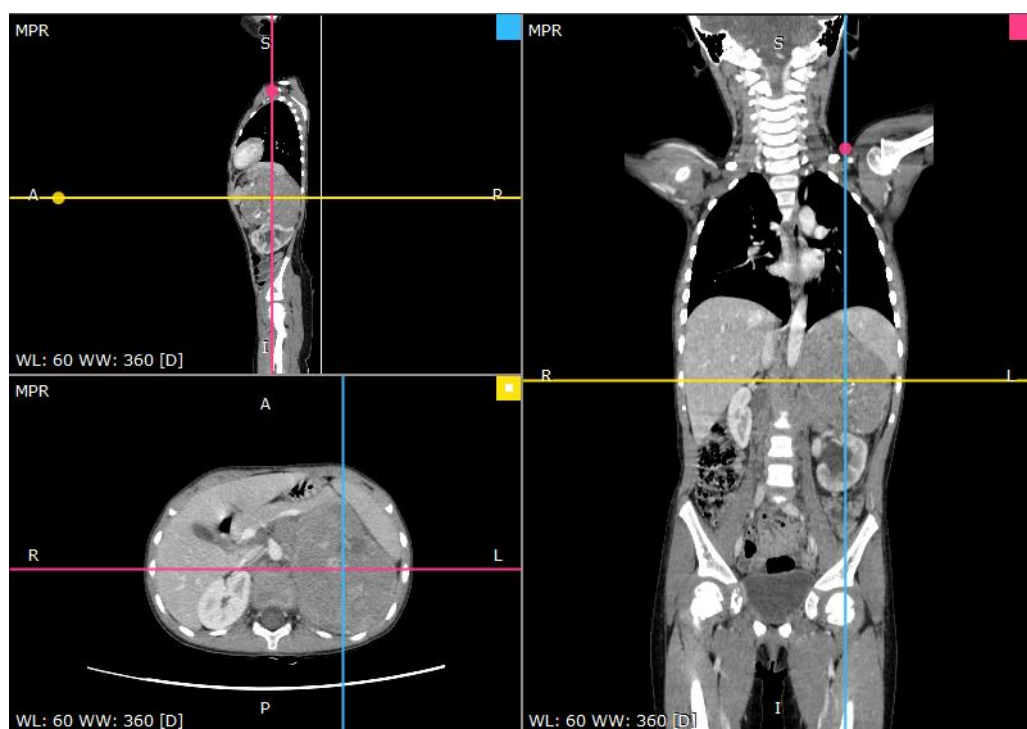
КТ органов грудной клетки и брюшной полости с контрастным усилением на момент первичной диагностики: в области левого надпочечника визуализируется образование неоднородной структуры без кальцинатов размерами 94 x 75 x 100 мм
